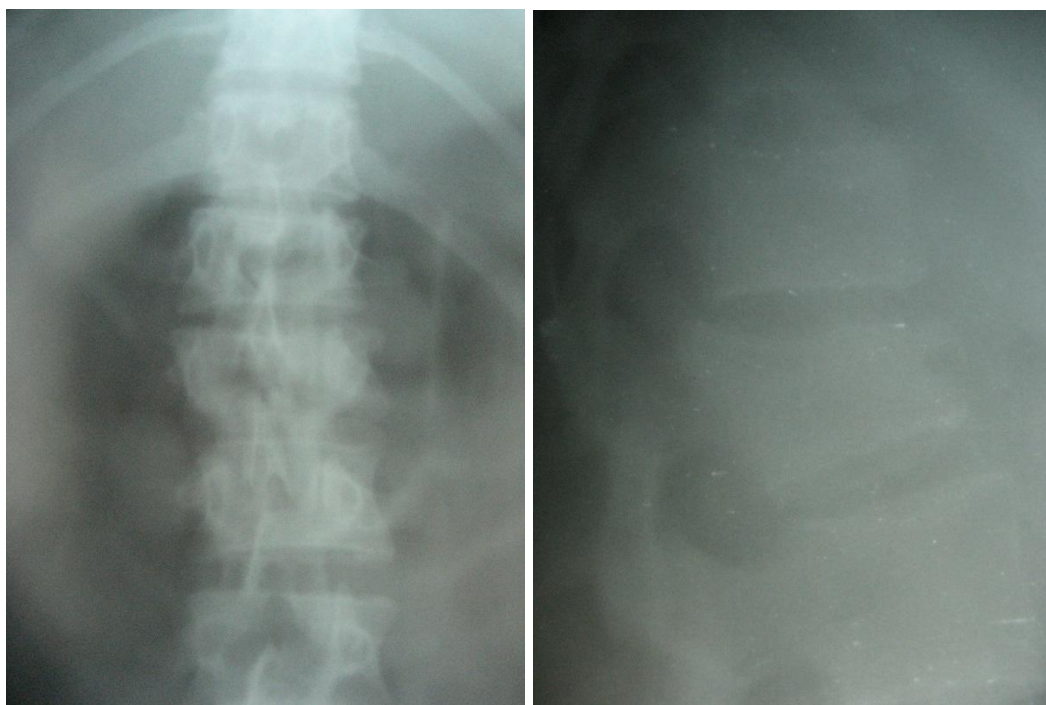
Больной Ч., 21 год, история болезни № 66029: фотоотпечатки с рентгенограмм груднопоясничного отдела позвоночника при поступлении: компрессионно-оскольчатый перелом L1, переломоподвывих L2 позвонков
